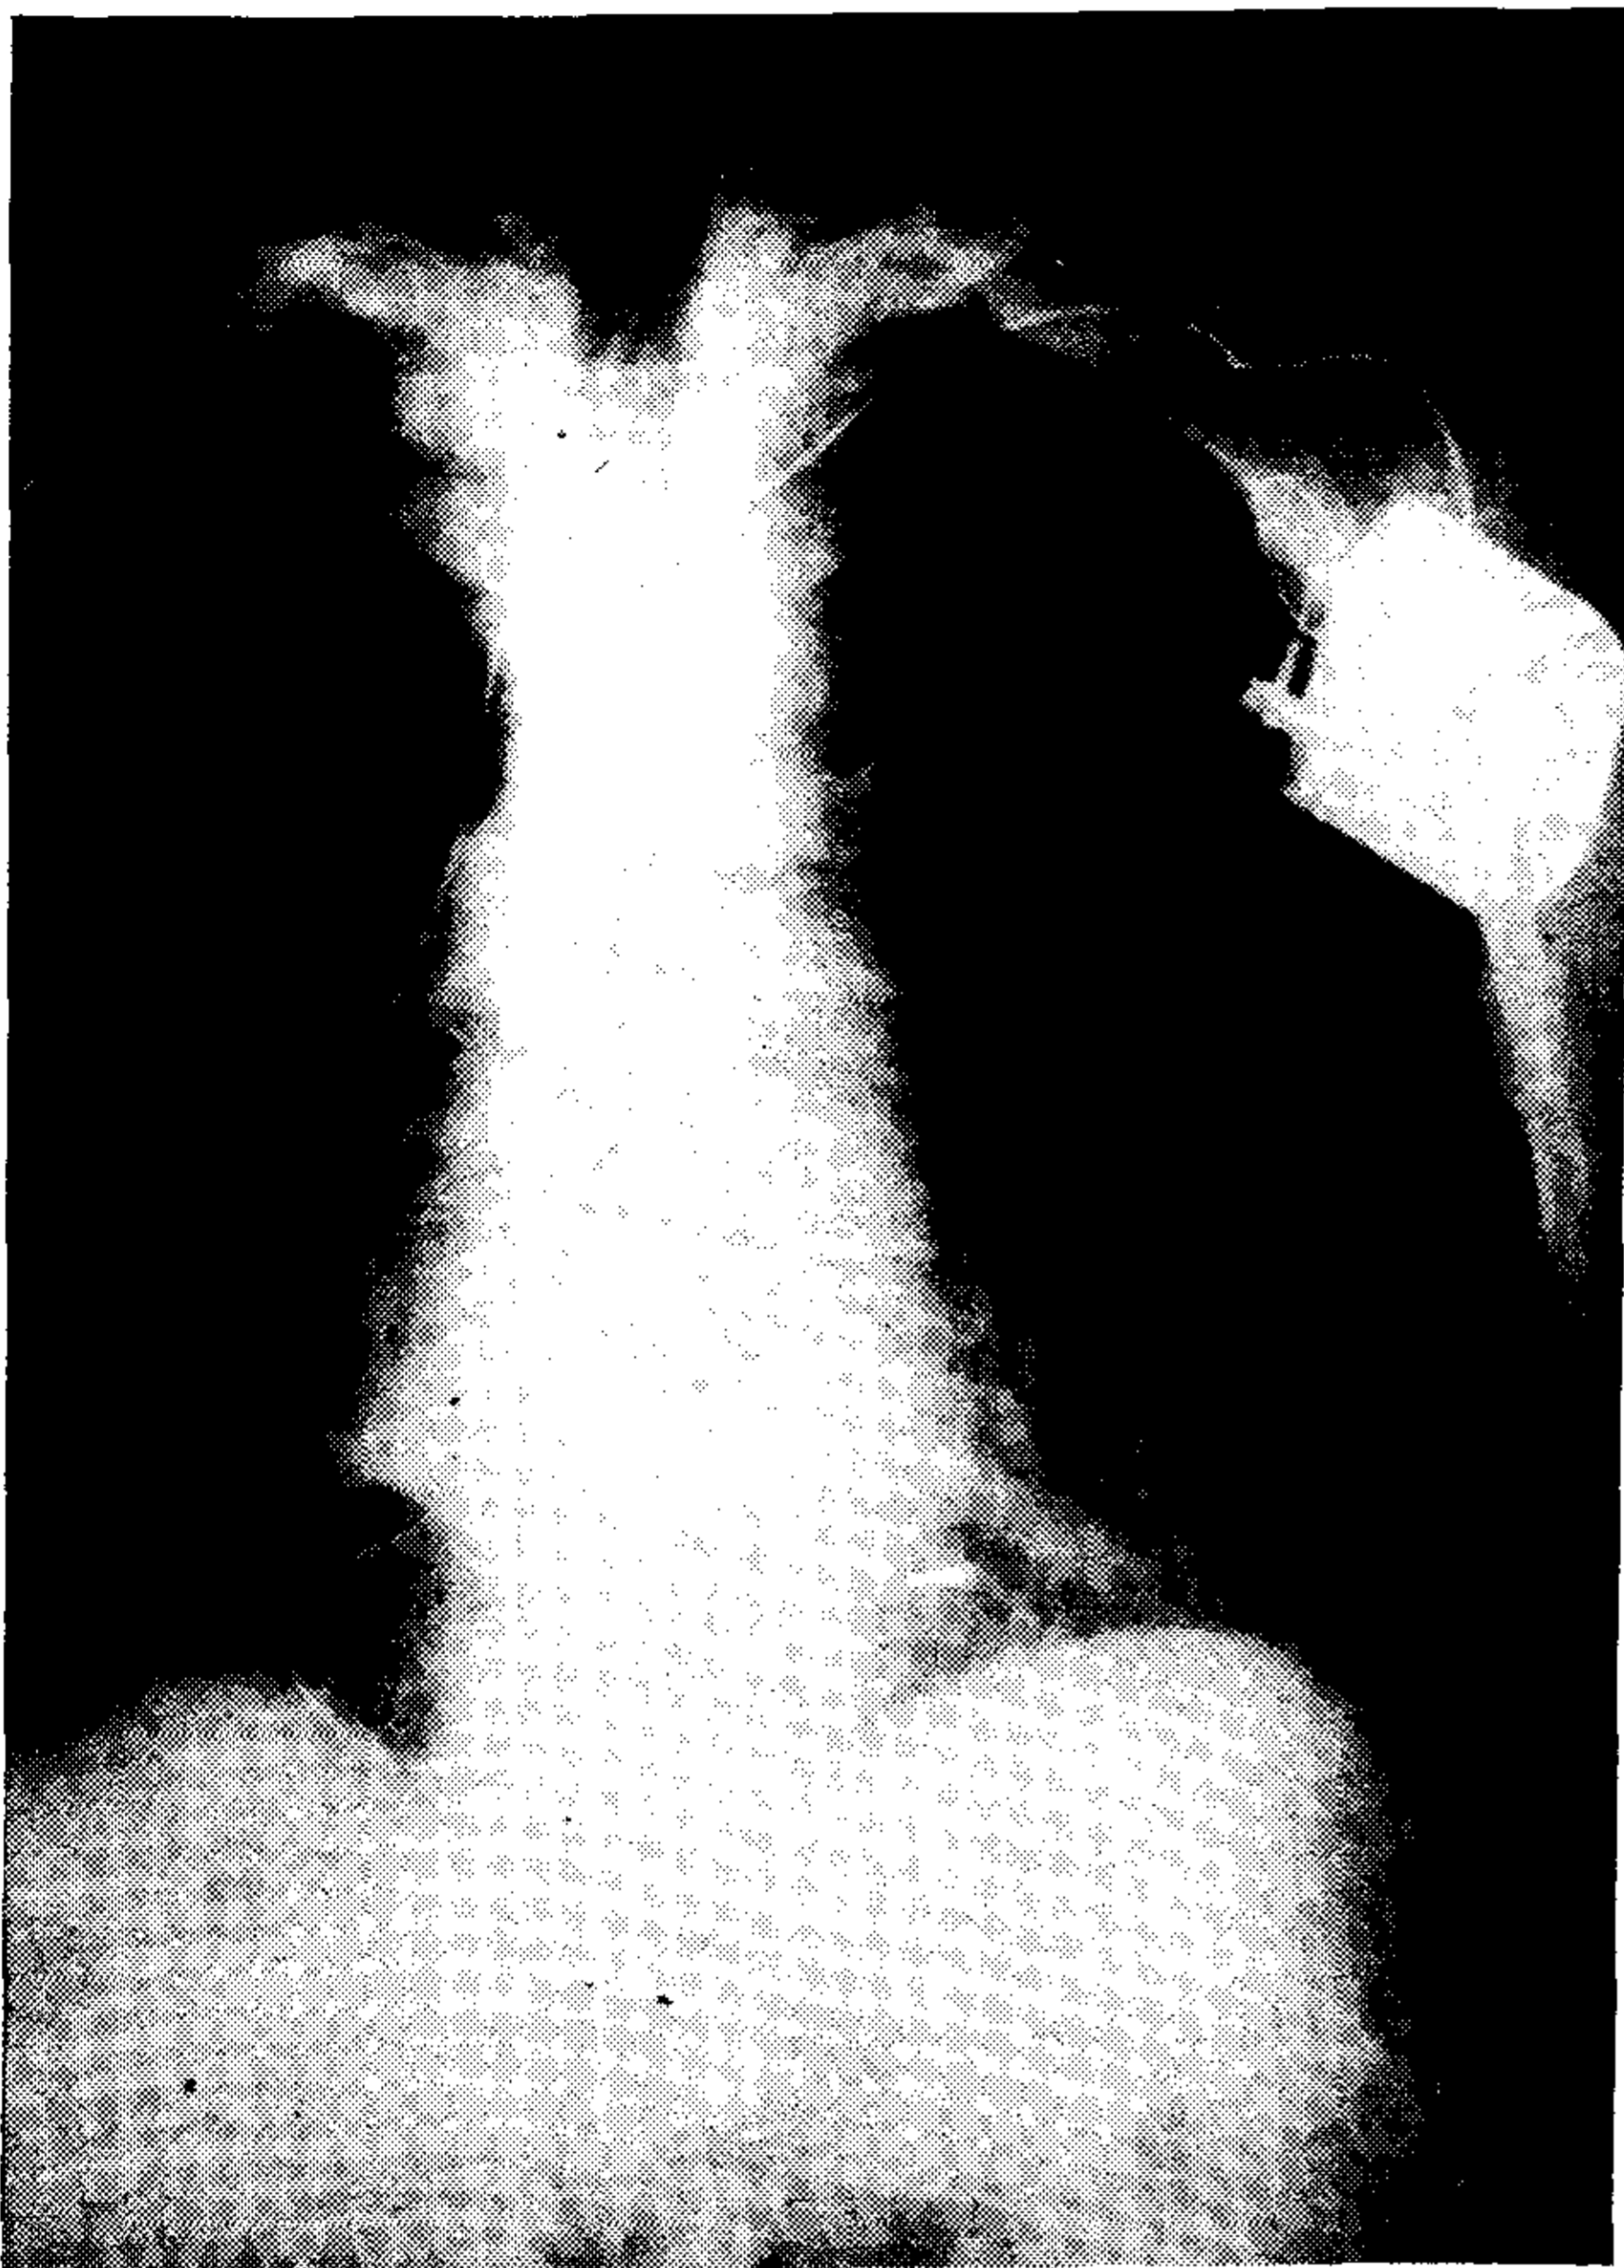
Paciente de 76 años portador de MP desde hace siete años. Al sufrir un traumatismo se modificó la ubicación del catéter, como muestra la radiografía. El monitoreo ambulatorio y la posterior evaluación de umbrales aseguraron la confiabilidad de la inusual ubicación del electrodo.
